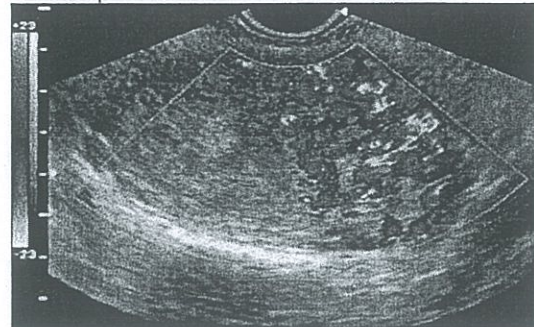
Doppler en ectópico Cervical⁸
